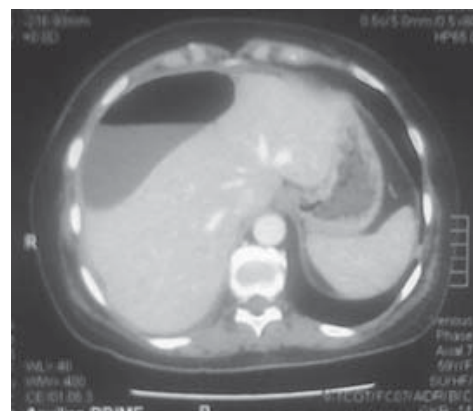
КТ-картина поддиафрагмального абсцесса справа
